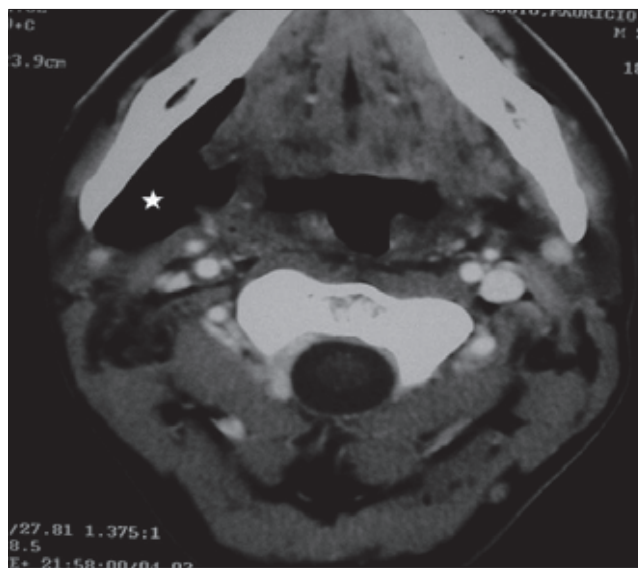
Tomografia computadorizada, corte axial, evidenciando comprometimento do espaço submandibular direito pelo enfisema cervical.
